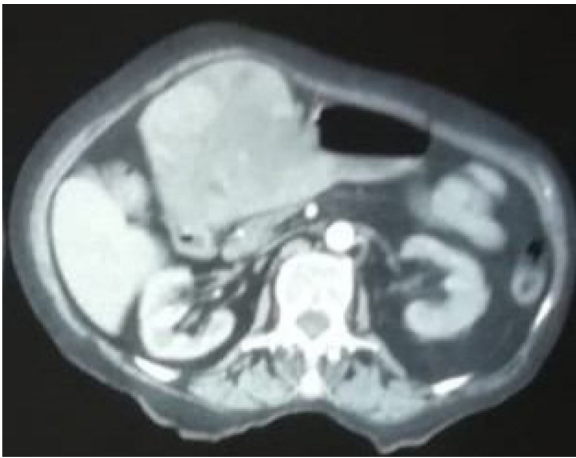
TAC abdominal contrastada donde se aprecia el tumor hepático invadiendo la cámara gástrica, la lesión es heterogénea y se encuentra en el segmento IV del hígado.
